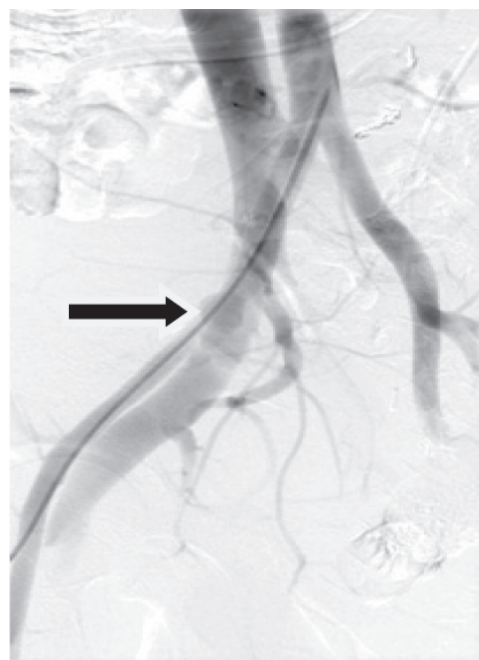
Тот же раненый. Исходная рентгеноконтрастная ангиограмма. Дефект правой подвздошной артерии с контрастированием правой подвздошной и нижней полых вен (стрелка)
